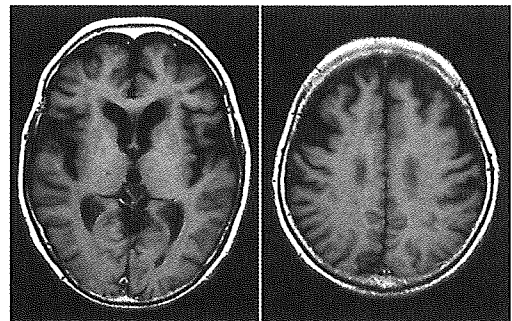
MRI T1強調画像：両側前頭葉および側頭葉前方部の萎縮が明らか。側脳室が軽度に拡大。
